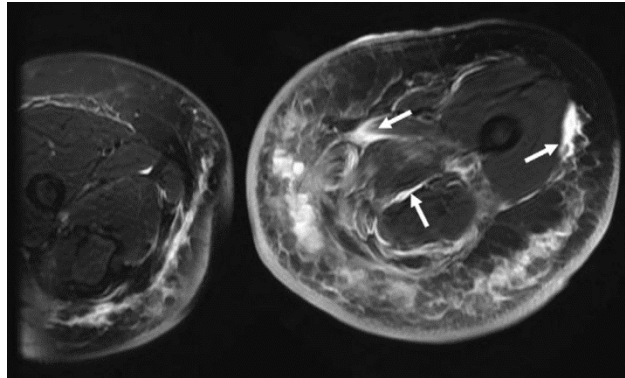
IRM en coupe axiale (séquence T2 suppression de graisse). Dermo-hypodermite bactérienne nécrosante avec fasciite nécrosante (DHBN-FN) de la cuisse gauche après liposuction.⁸²
